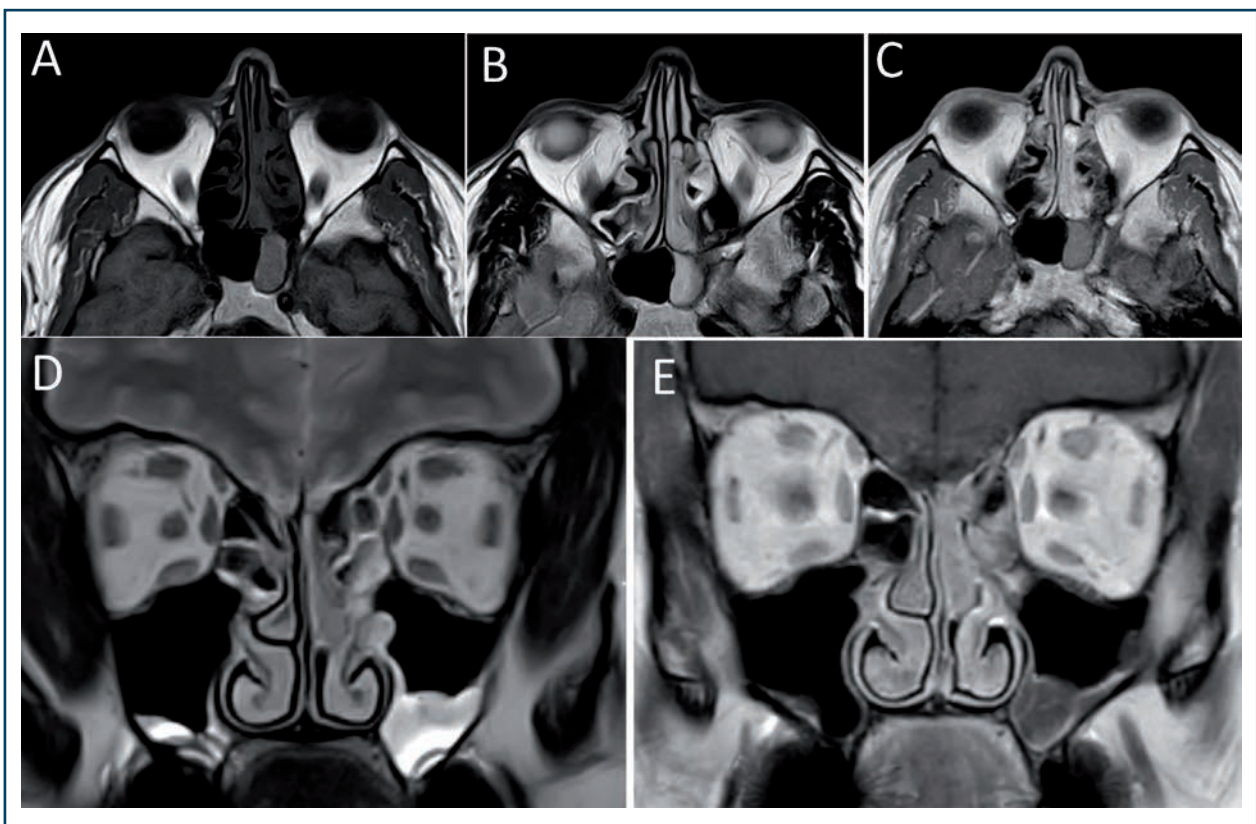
Neuroblastome de la fente olfactive gauche classé T1N0M0 de grade III/IV de Hayms chez un homme de 58 ans. (A-E) En IRM pondérée en T1 (A) la tumeur est en hyposignal franc, en signal intermédiaire en T2 (B,D) et rehaussée par le gadolinium en séquence T1 TSE dixon injecté (C,E). La rétention dans le sphénoïde gauche ne prend pas le contraste (C).
